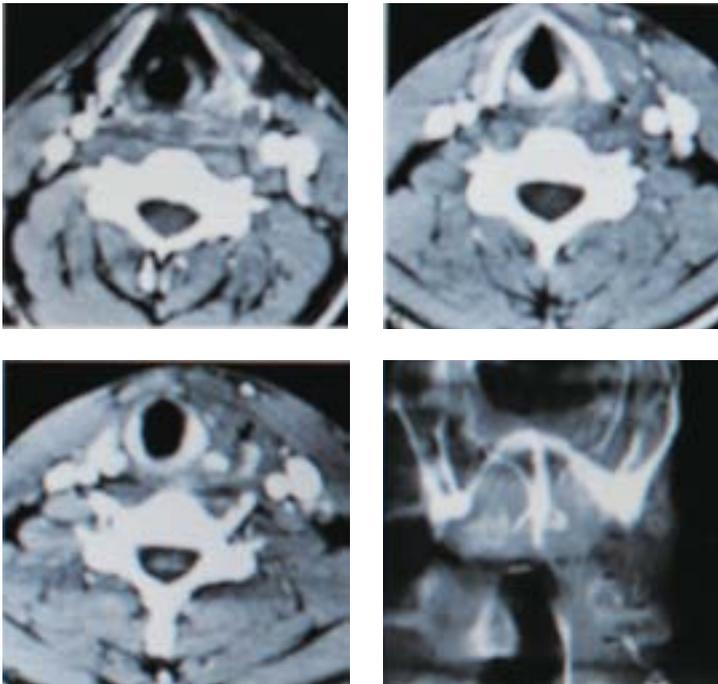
Sopra: TC con raccolta asessuale nei tessuti peritiroidei come da freccia. Sotto: Studio ipofaringoscopico che rivela l’apertura della fistola a livello del seno piriforme (freccia) Sun-Won Park et al’.
